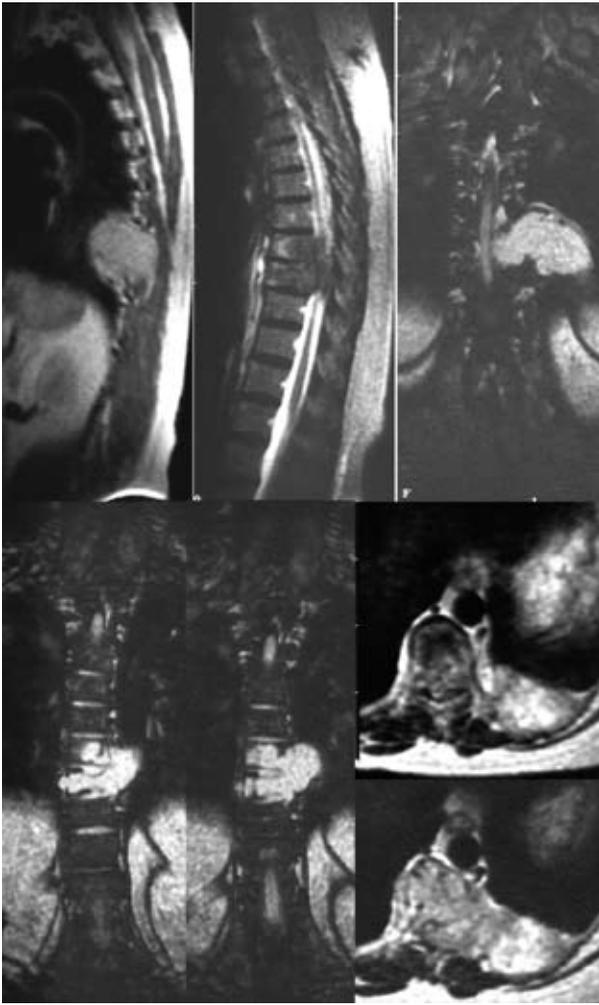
МРТ. Опухоль T_{VII}-T_{VIII} позвонков, пара-вертебральное распространение.
